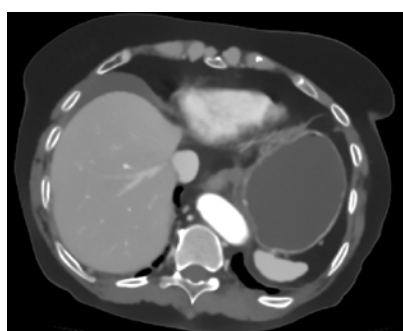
Аксиальный срез КТ-изображения на артериальной и венозной фазах контрастного усиления (источник КТ-изображений — набор BREBIX из [78])
